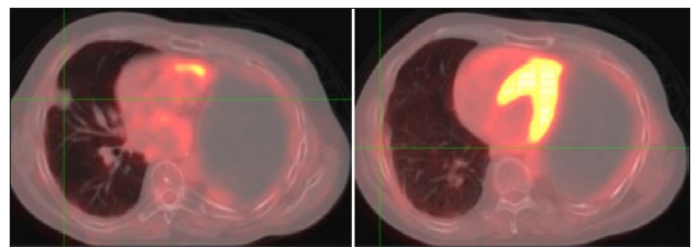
a, b: linkes Bild zeigt Lungenmetastase im PET-CT (nur Fibrose-Rest?); rechtes Bild zeigt kein Mesotheliomrezidiv mehr (November 2018)
